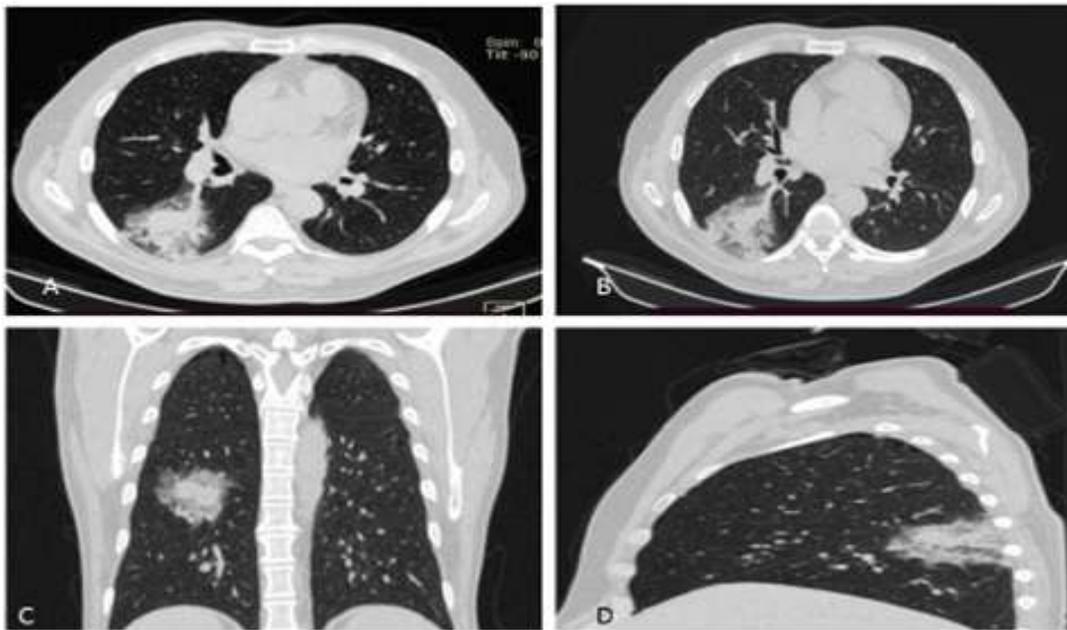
TAC de tórax simple en corte A y B; axial, C: coronal y D: sagital. Donde vemos una imagen de densidad variable a predominio hiperdensa de aspecto T localizada hacia el lóbulo interior del pulmón derecho, que interesa sobre todo, el segmento apical, de contornos irregulares bien definidos sin calcificaciones rodeada de extensa área de neumonitis adyacente a la lesión.
